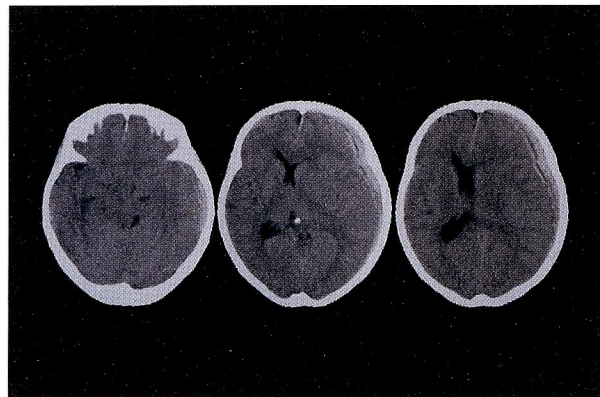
Case 1: CT scan showing a left acute subdural hematoma resulting in midline shift.
